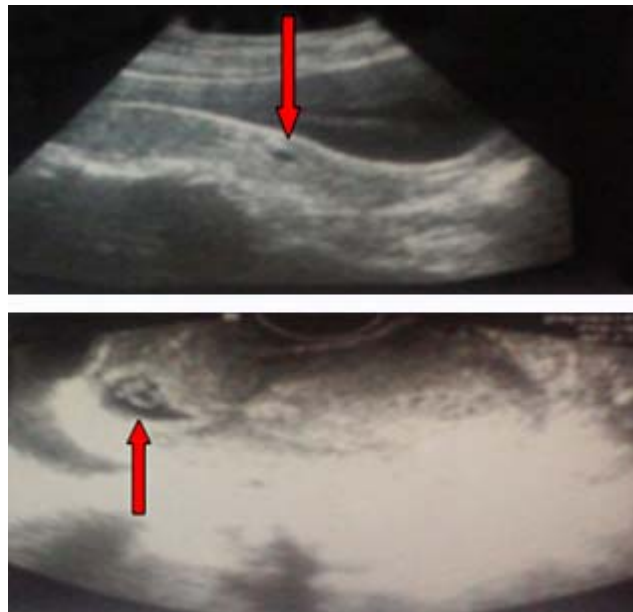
Imagen de los ultrasonidos ginecológico abdominal y transvaginal que confirman el diagnóstico de embarazo ectópico cervical.
